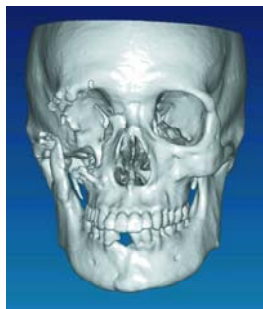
An old fracture patient's preoperative CT shows the defects of the right inferior and lateral orbital wall, the right zygoma and the right zygomatic arch
